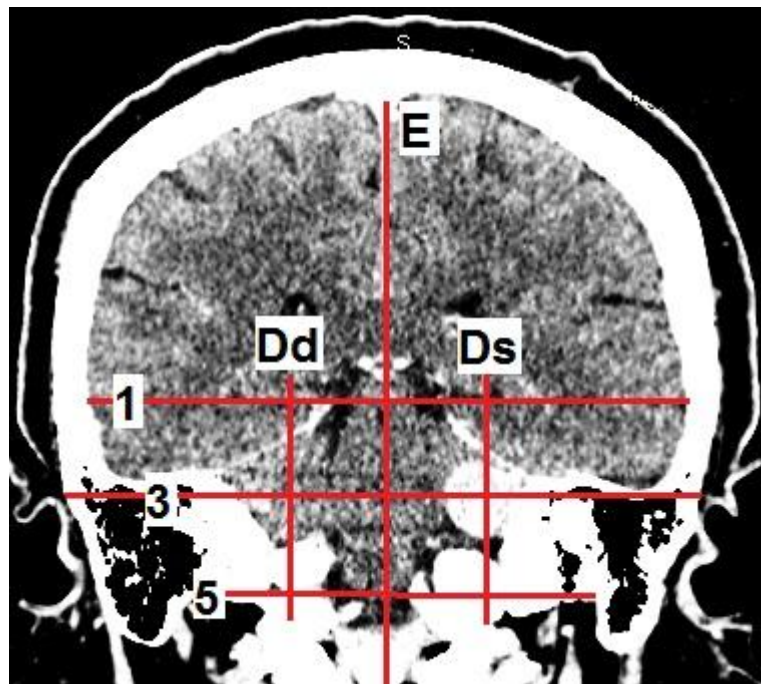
Пациентка Д. (КТ во фронтальной проекции), невринома левого слухового нерва небольших размеров: E – сагиттальная плоскость; Dd, Ds – плоскости через середину расстояния между основанием сосцевидного отростка и срединной линией; 1 – плоскость «НАЗИОН»; 3 – франкфуртская горизонталь; 5 – плоскость основания сосцевидного отростка
